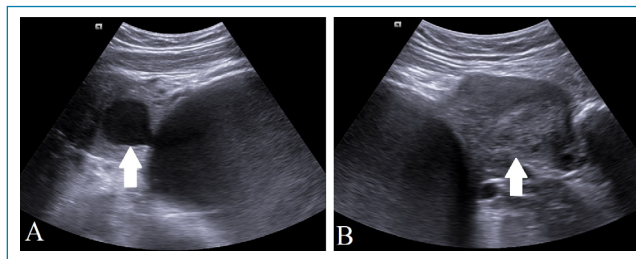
Ultrassonografia demonstrando útero didelfo com corno, cavidade uterina direita distendida por conteúdo hemático – hematométrio/hematocolpo (seta branca em A). Cavidade uterina esquerda não apresenta distensão (seta branca em B).
